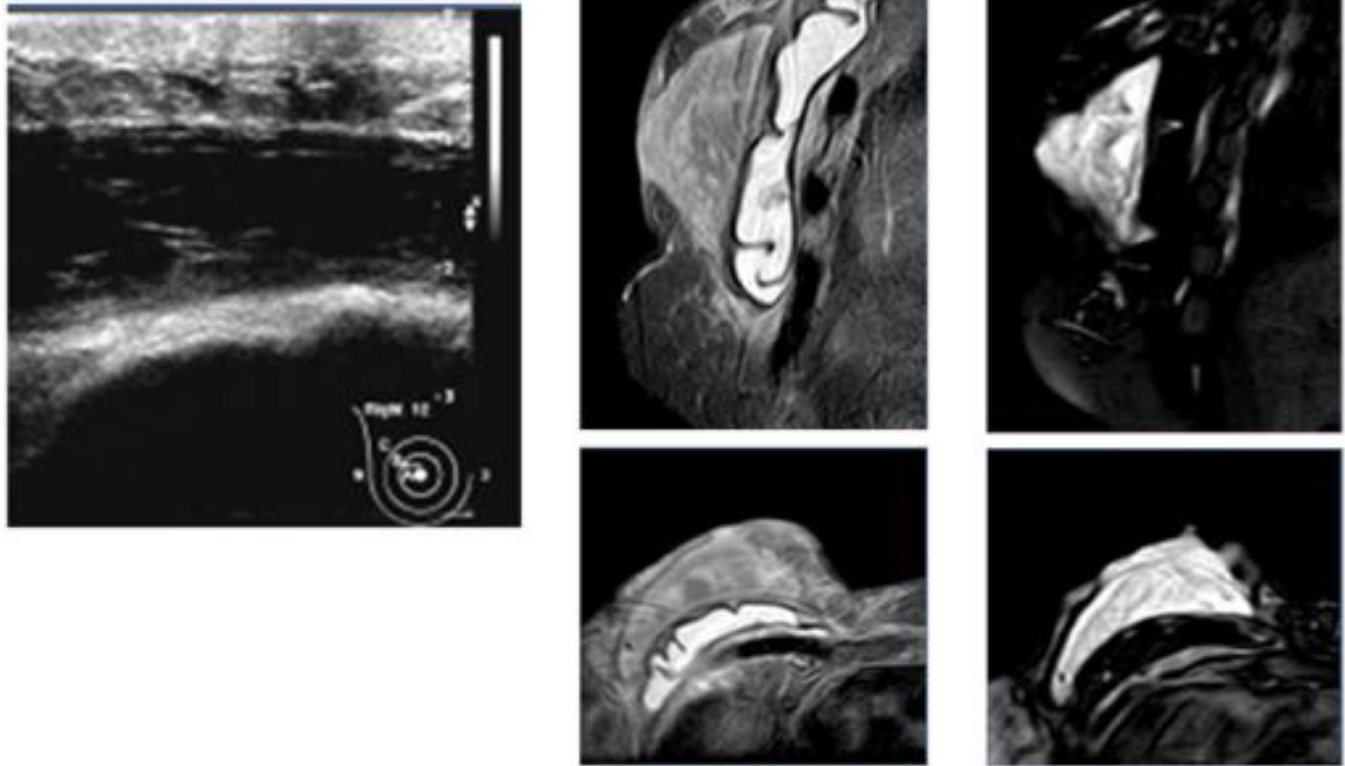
Paciente con sintomatología infecciosa en el postoperatorio precoz de reconstrucción del lecho de mastectomía con prótesis de silicona. La ecografía (izquierda) reveló una colección superficial heterogénea e hipoeoica, con engrosamiento cutáneo y dolor a la presión suave con la sonda. La RM (secuencias STIR/FLAIR -centro- y de supresión de grasa y silicona -derecha) confirmaron una colección compatible con absceso, con edema asociado del tejido celular subcutáneo.
